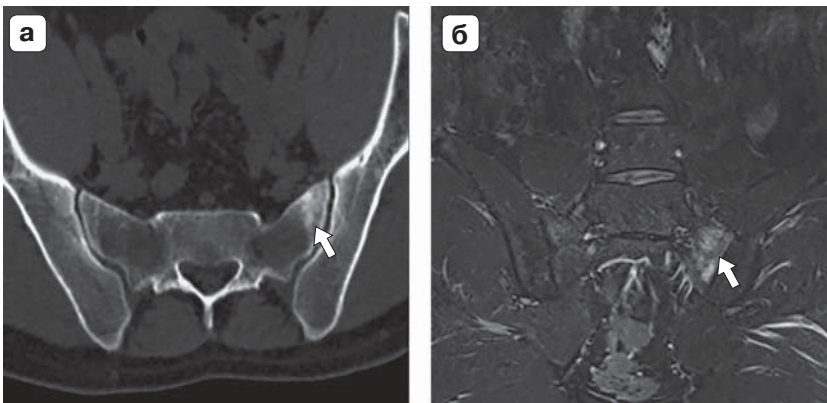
а – фрагмент компьютерной томограммы костей таза в аксиальной плоскости; б – фрагмент магнитно-резонансной томограммы костей таза в корональной плоскости, программа с подавлением сигнала от жировой ткани (STIR).
